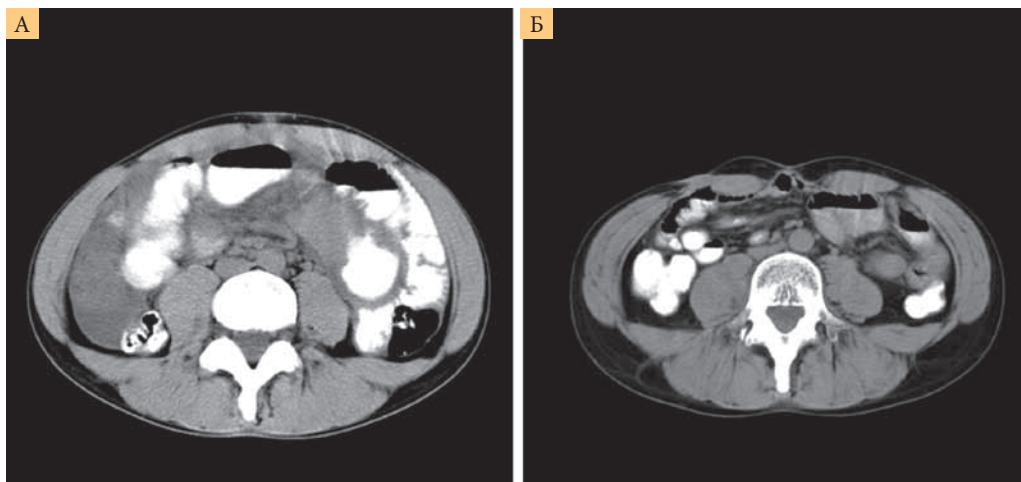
Результаты компьютерной томографии, подтверждающие полную регрессию опухоли у пациента с хлорлейкозом (уровень – брюшная полость – ниже нижнего края правой доли печени); октябрь 2009 г. (А), октябрь 2017 г. (Б)
